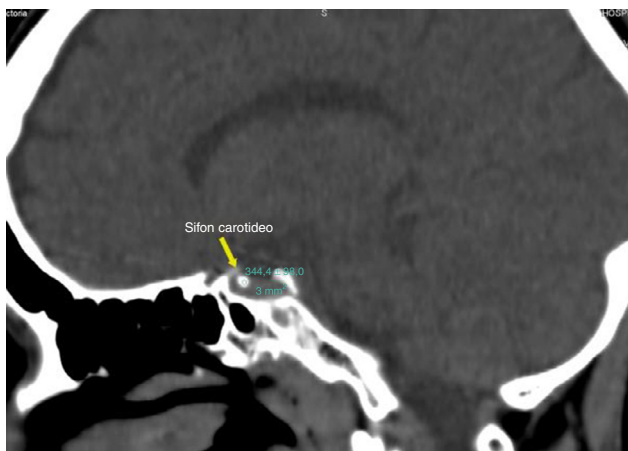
Tomografía computada multicorte de encéfalo, plano sagital, donde se observa una placa cálcica focal en el sifón carotídeo (flecha) con una densidad de 344 UH.
